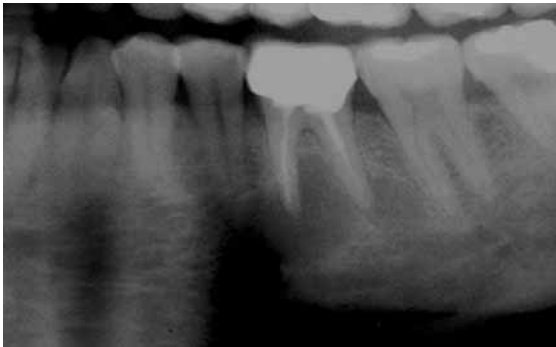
Überweisungspatient mit der Fragestellung, ob das endodontische Ergebnis am Zahn 36 durch eine Wurzelspitzenresektion verbessert werden kann. Auf dem Orthopantomogramm fällt die sehr große apikale Aufhellung auf, die sich bis zu den Nachbarzähnen hinzieht.
